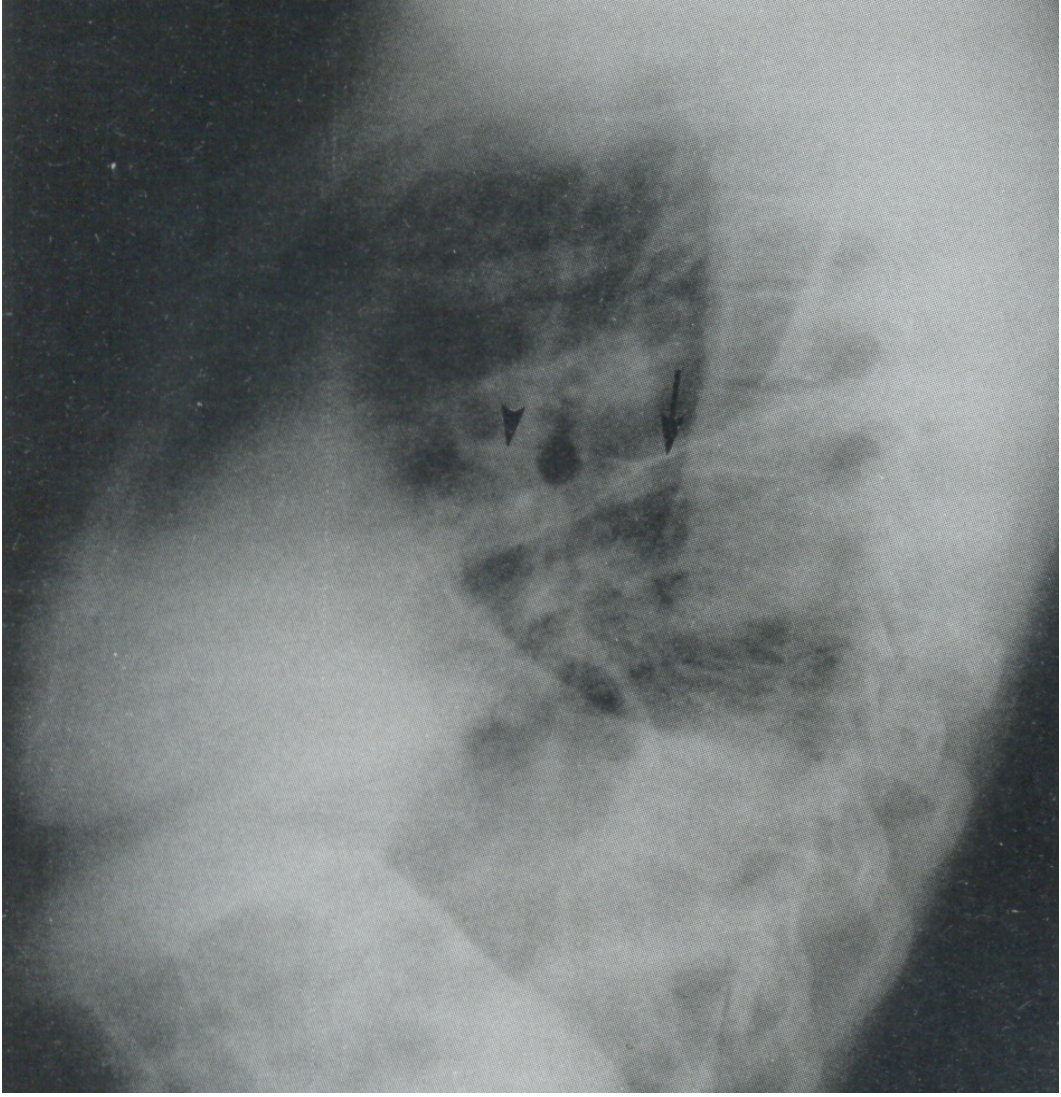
Normal yan akciğer radyografisi ⁴⁵.
